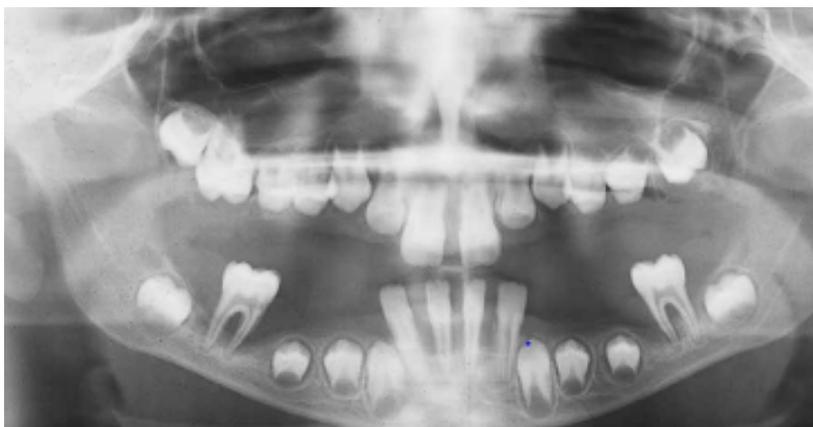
Radiografía de paciente diagnosticado con Síndrome de Papillon-Lefèvre a la edad de 8 años.³¹
